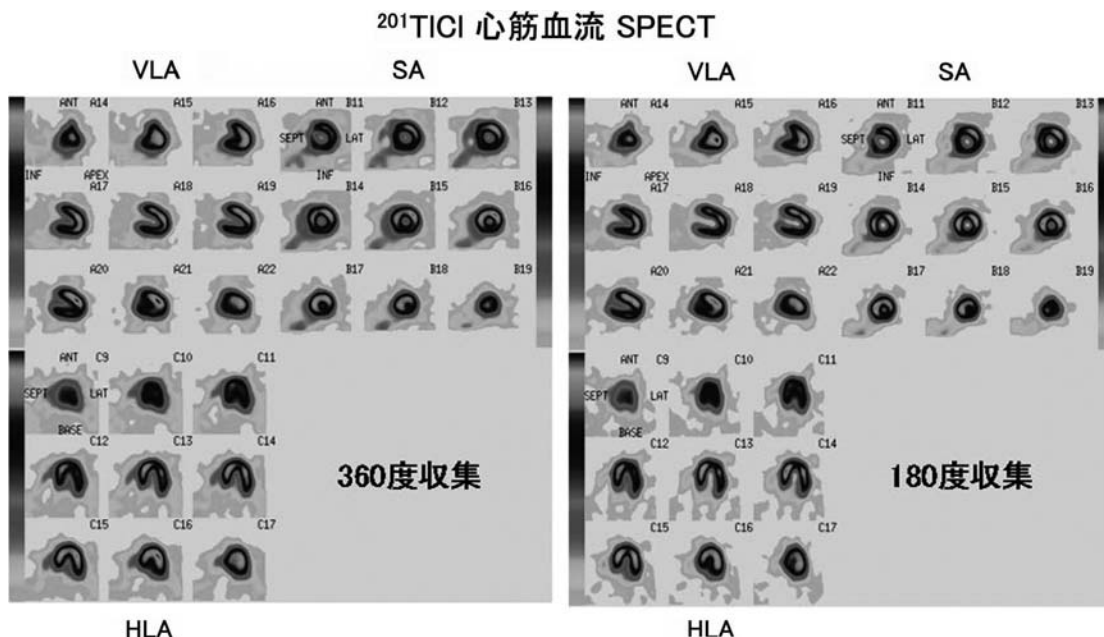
健常例の360度収集と180度収集の SPECT 画像 (カラー掲載参照)
